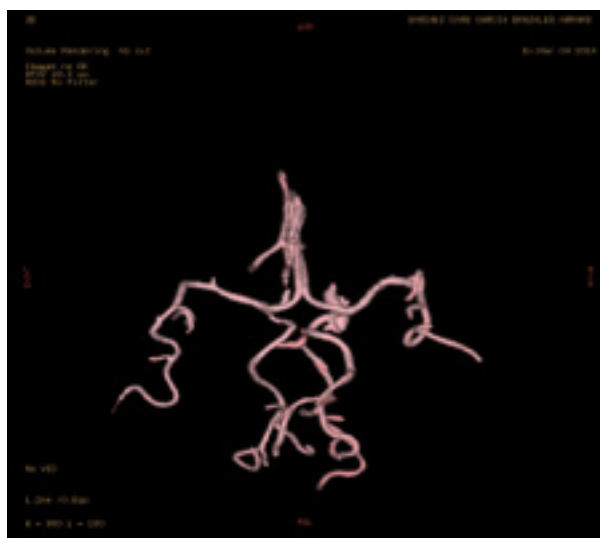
Angio-TC de Polígono de Willis
